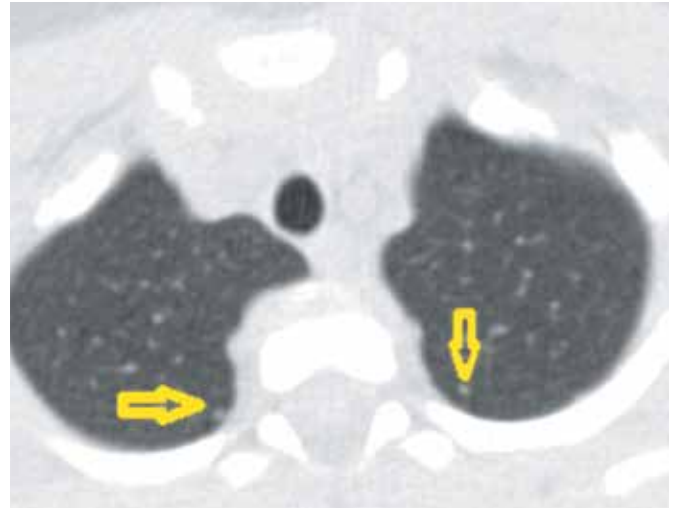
Ошибочный диагноз двустороннего очагового туберкулеза по данным КТ (неспецифические очаги). Гипердиагностика двустороннего очагового туберкулеза – очаги диаметром 1-2 мм неспецифического характера при отсутствии клинической симптоматики и нормальных лабораторных показателей послужили основанием заподозрить двусторонний очаговый туберкулез у ребенка раннего детского возраста.
